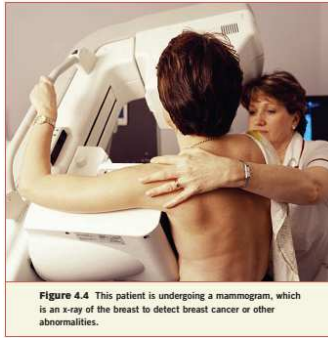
This patient is undergoing a mammogram, which is an x-ray of the breast to detect breast cancer or other abnormalities.
